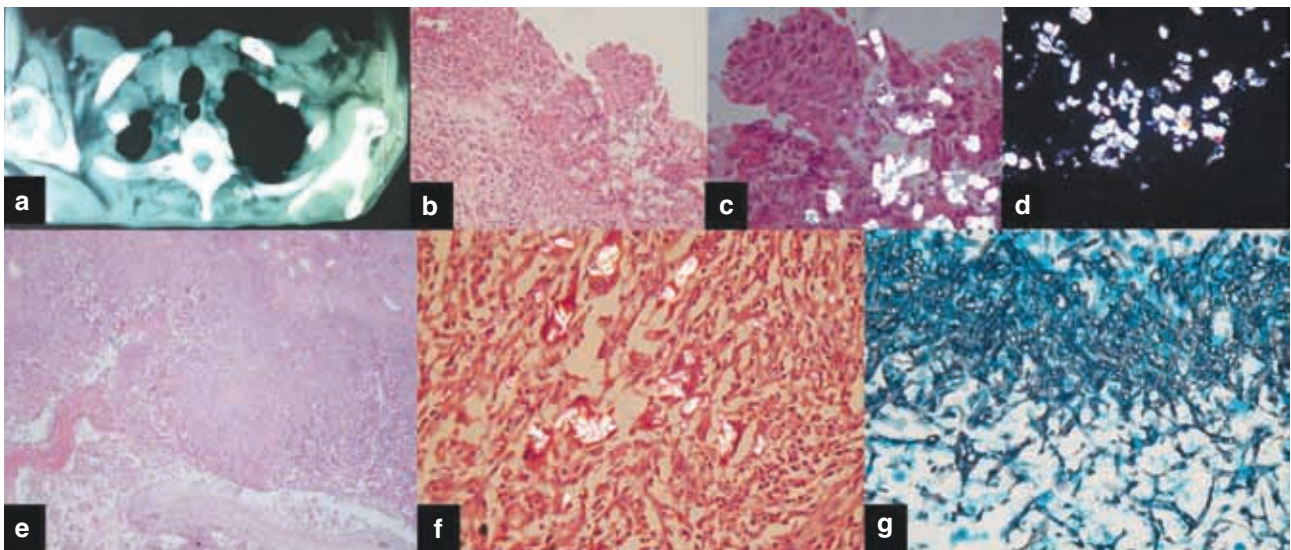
a. CT-scan thoracique : image apicale en faveur d'un mycétome. b, c, d. Biopsie bronchique englobant des cristaux d'oxalate de calcium légèrement jaune-brun. c, d. Aspect de biréfringence radiaire en lumière polarisée. e, f. Réaction granulomateuse épithélioïde et géantocellulaire nécrosante cernant la cavité de bilobectomie. f. Lumière polarisée : oxalose tissulaire associée. g. Agglomérats de filaments à bords parallèles, septés, présentant des branchements en Y (Gomori-Grocott).
